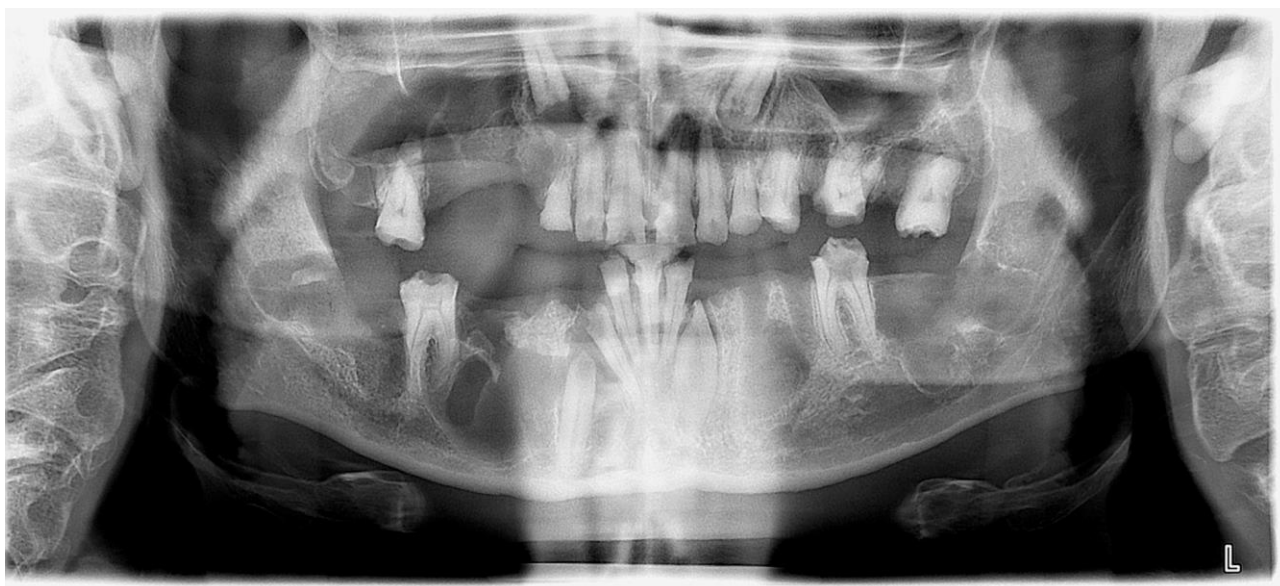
Orthopantomogramme de contrôle post-chirurgie datant de Novembre 2016
